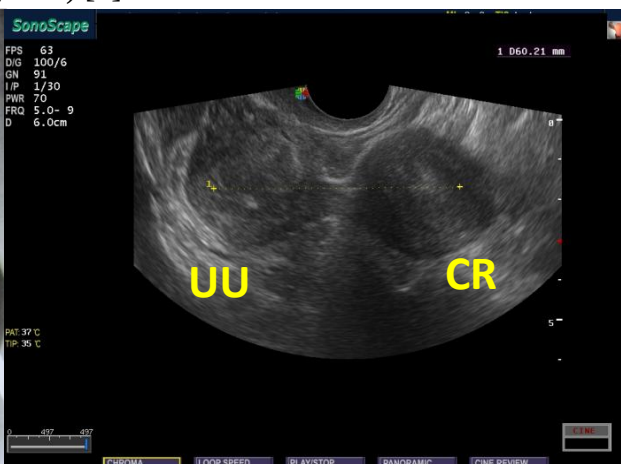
USG 2D transvaginală. Uter unicorn (UU) și corn rudimentar (CR) cavitat noncomunicant, clasa IIb (AFS)
